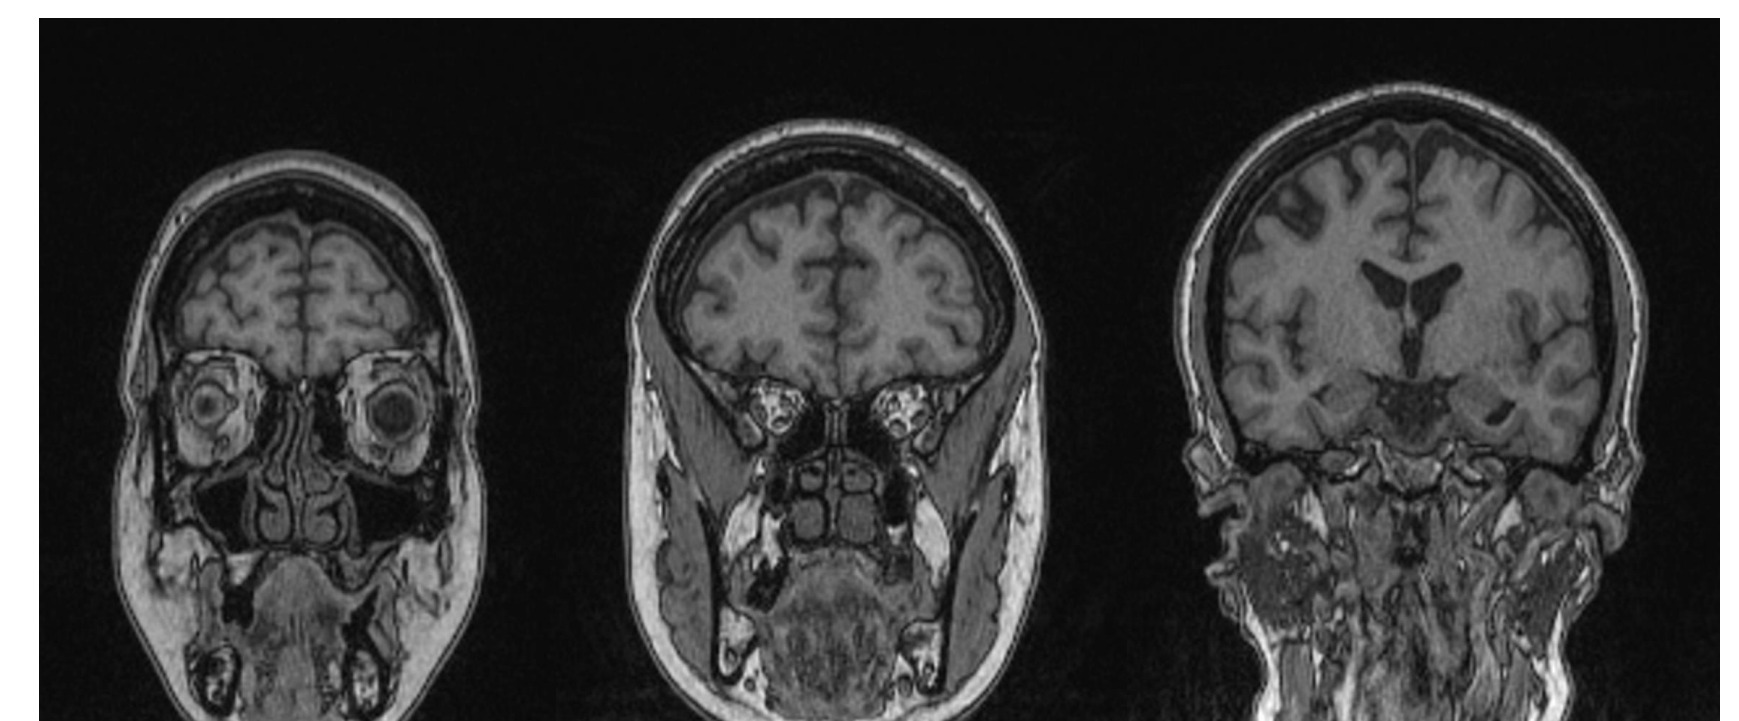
Cortes axiales de RM cerebral con secuencias T1
